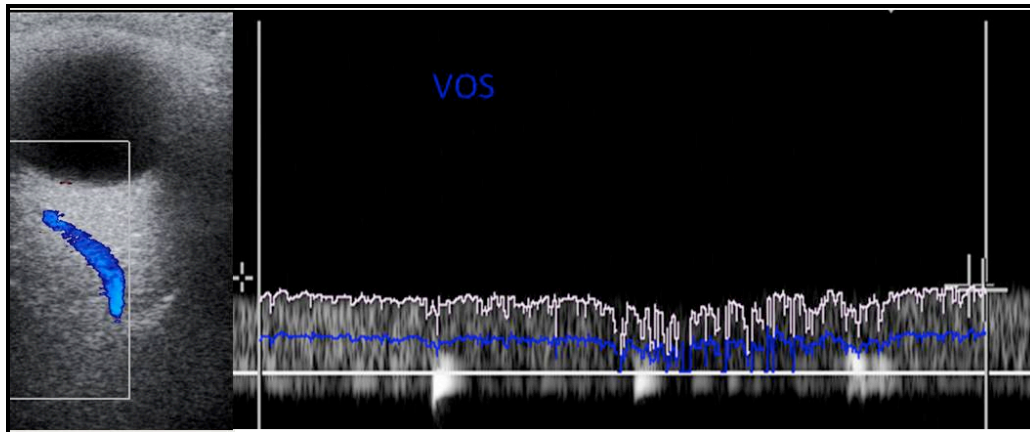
Registro espectral de la vena oftálmica superior (VOS). En la parte izquierda de la figura se aprecia la imagen Doppler color de la región superior de la órbita de un paciente del estudio, identificando una estructura vascular con dirección de flujo venoso, alejándose del transductor, correspondiente a la VOS. En la parte derecha de la figura se aprecia la representación del espectro velocimétrico de ésta, con una onda típicamente venosa, continua, con fluctuaciones respiratorias. En esta imagen el espectro se sitúa por encima de la línea de base por haber activado la función de inversión del registro para poder calcular automáticamente su perfil velocimétrico, ya que el equipo no permite esta función en los registros bajo la línea de base.
